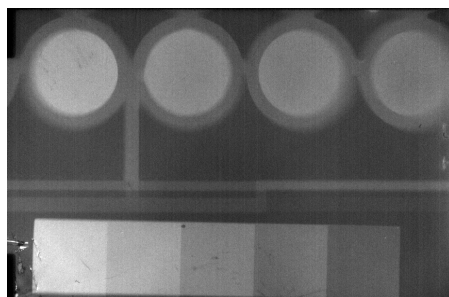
Radiografía del patrón junto a soluciones de fosfato de calcio.
